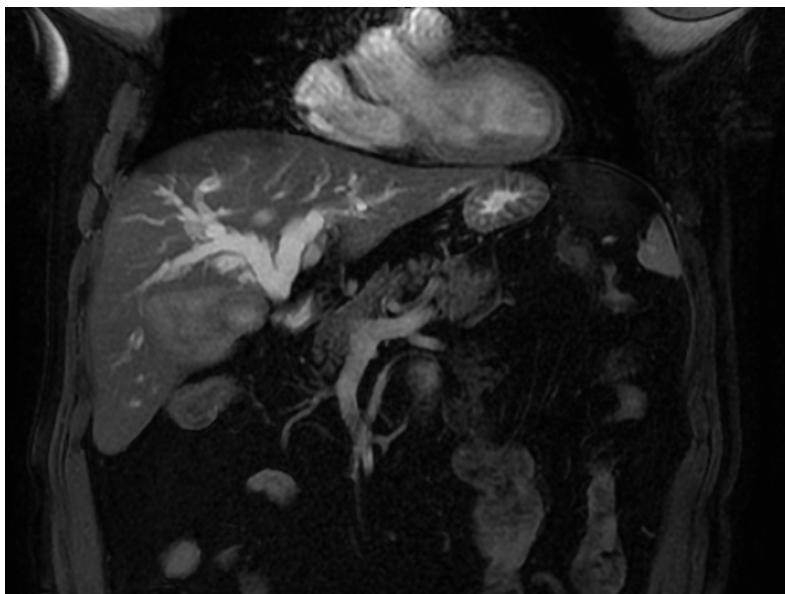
Une bili-IRM en séquence coronale T2 montrant un épaississement pariétal irrégulier du collet de la VB avec infiltration hépatique du segment V responsable d'une dilatation des VBIH.
